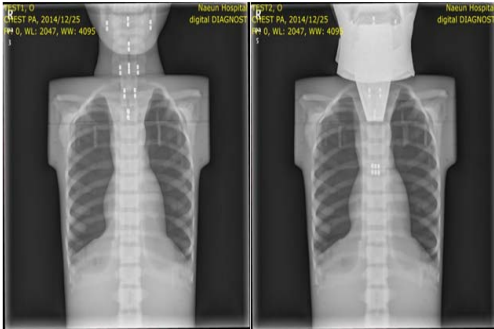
Comparison of unshielding and shielding radiographic image.
